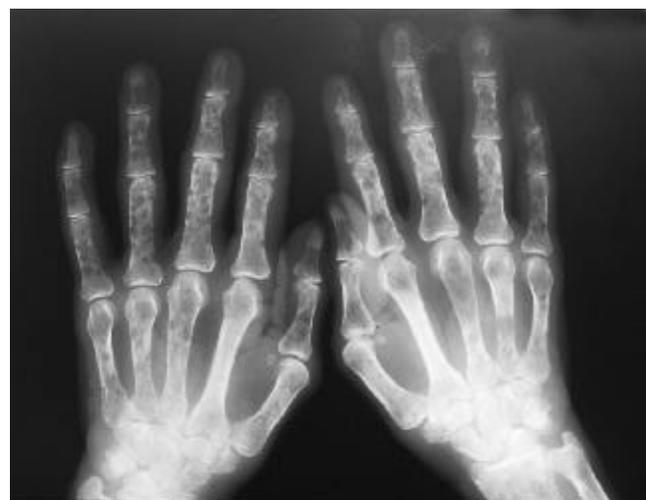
Radiografía PA de manos. Lesiones radiolúcidas difusas que comprometen manos y radio distal, en paciente con mieloma múltiple.
